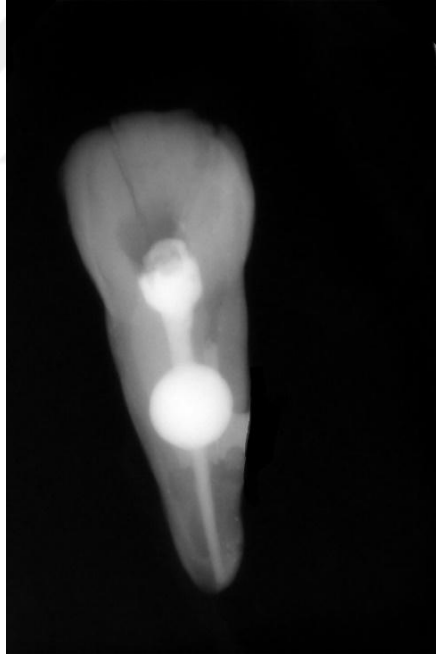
Total Fill BC kök kanal patı ile yapılan dolunun radyografisi
